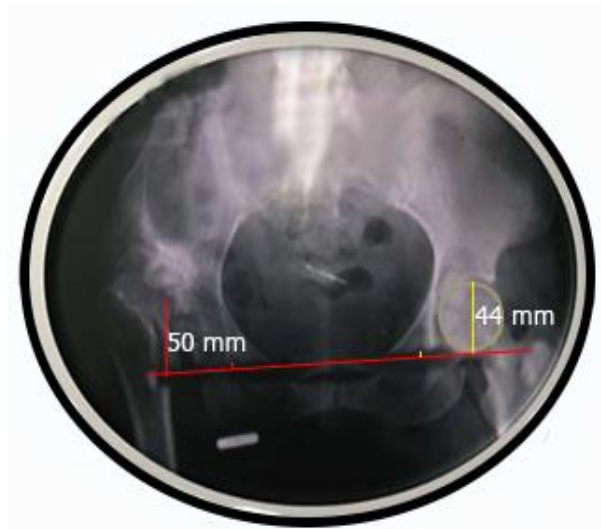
Radiografía inicial muestra luxación congénita alta.
